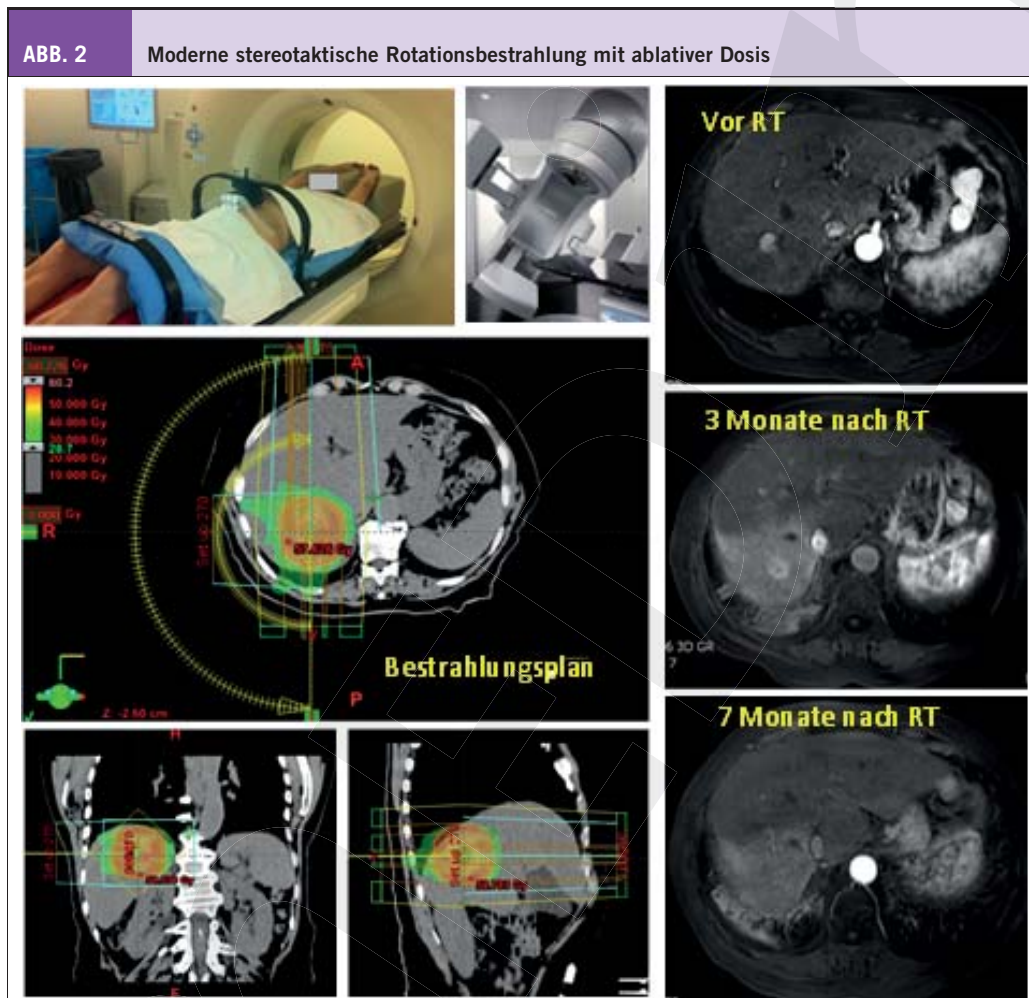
Moderne stereotaktische Rotationsbestrahlung mit ablativer Dosis bei einer 75 jährigen Patientin mit einem inoperablen hepatozellulären Karzinom. Links oben: Lagerung am Planungs CT mit abdominaler Kompression zur Immobilisierung der Leber. Rechts daneben ein für die Stereotaxie ausgerüsteter moderner Linearbeschleuniger (TrueBeam STx, Varian Medical System). Links Unten: Bestrahlungsplan mit Dosisverteilung; Rot = Hochdosisvolumen, Grün = Relevante Dosis im Lebergewebe. Die verabreichte Dosis betrug 48 Gy in 4 Sitzungen (4 x 12 Gy, biologische Äquivalenzdosis 108Gy). Bestrahlungszeit: 3 Min; Gesamtzeit am Gerät mit Cone Beam CT und Lagerungskorrektur: 15 min. Rechts: MRI Verlauf; Vor RT: Typische sofortige KM Anreicherung im HCC; Drei Monate nach RT: Zeichen einer fibrotischen Reaktion im umliegenden Leber und Lungengewebe bei noch nachweisbarer KM Anreicherung im Tumor; 7 Monate nach RT: Der Tumor ist bildmorphologisch nicht mehr nachweisbar. Roter Pfeil: Lokalisation des Tumors. Die Patientin war im letzten Follow-Up 10 Monate nach RT auch biochemisch (AFP) tumorfrei.
